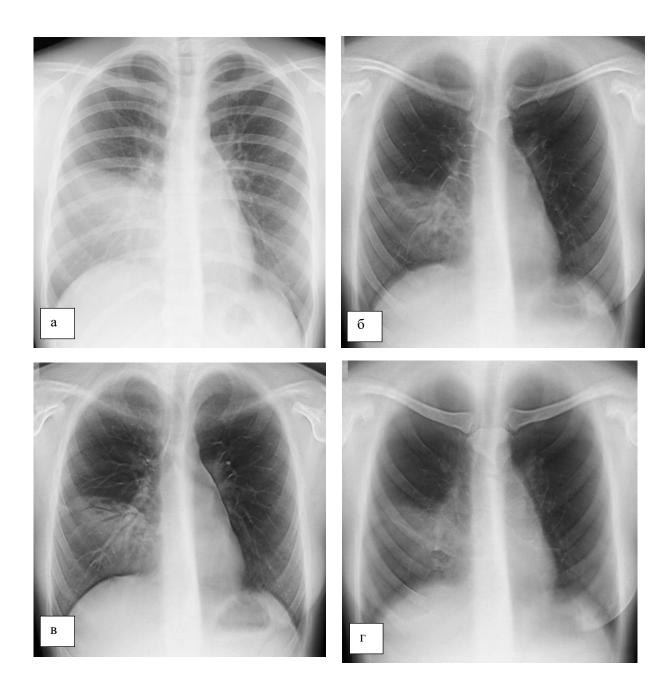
обзорная рентгенограмма и серия томограмм ОГК пациентки Γ ., 17 лет, 7-е сутки заболевания
